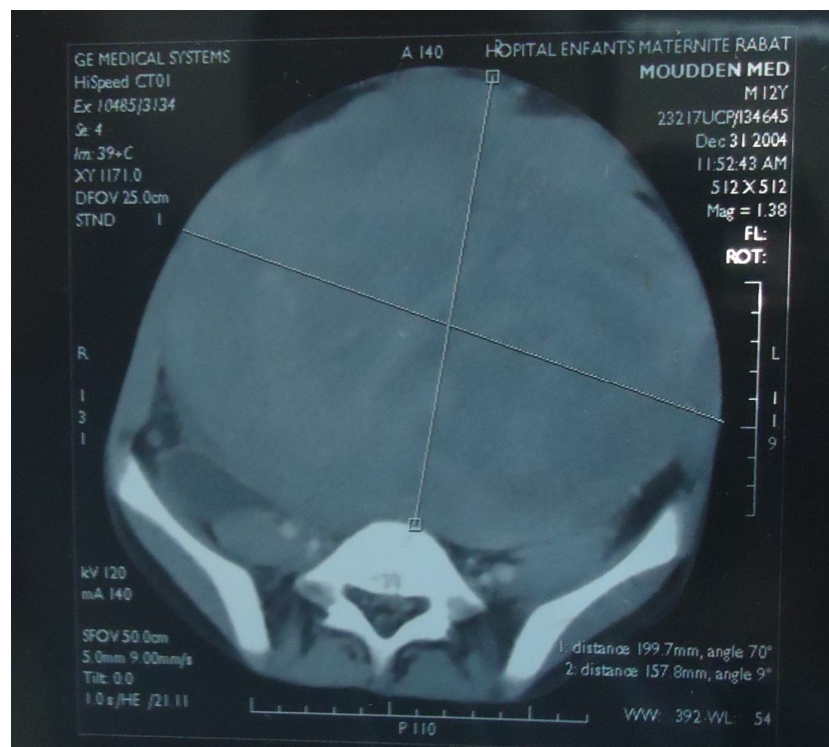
Une TDM abdomino-pelvienne du même patient montrant la masse abdomino-pelvienne
